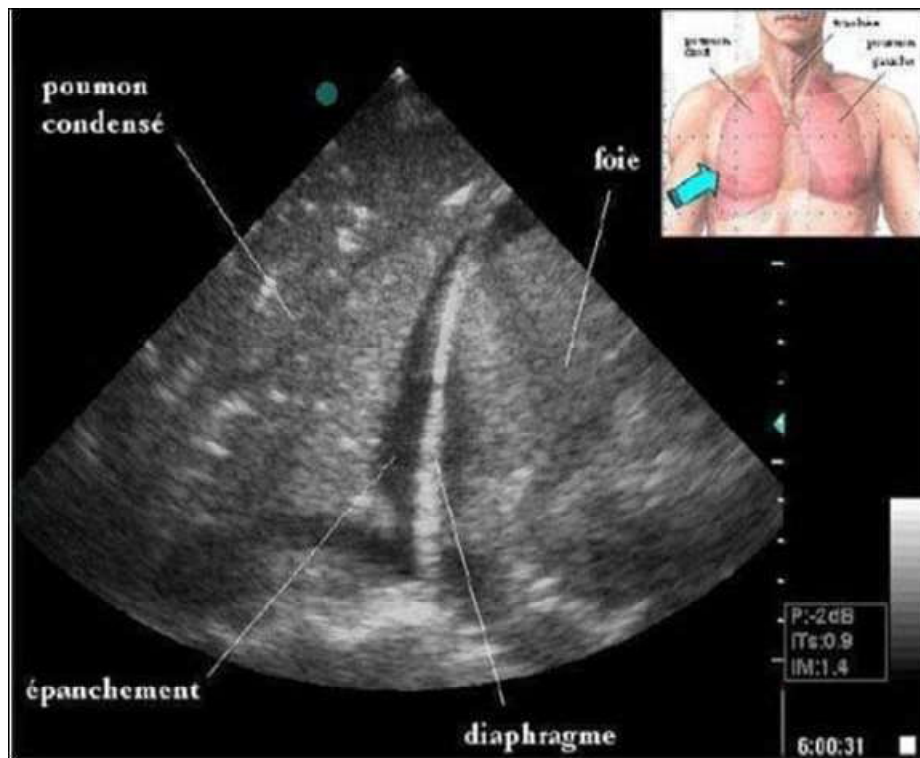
Visualisation en échographie d'un épanchement pleural Image hypoéchogène homogène séparant la ligne diaphragmatique (hyperéchogène) du parenchyme pulmonaire hétérogène. L'épaisseur de cet espace varie en fonction de la respiration.
